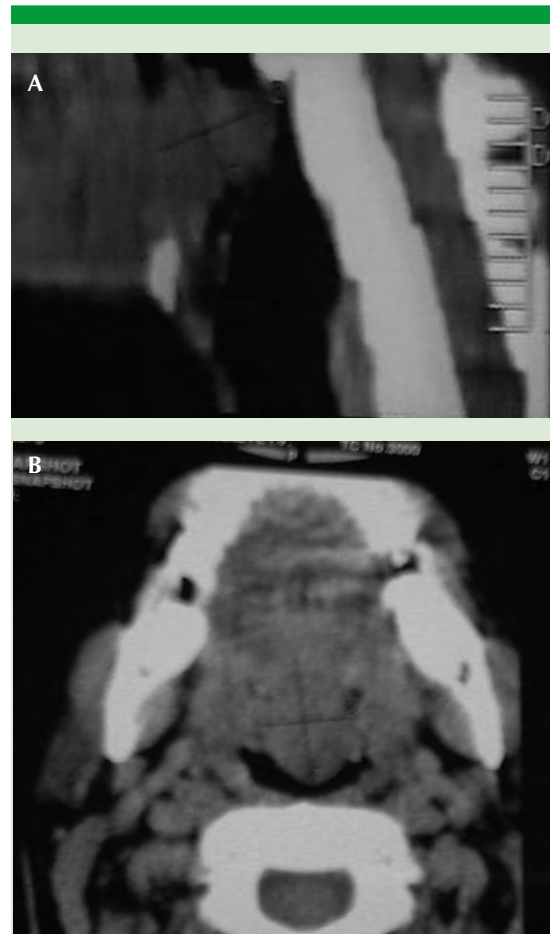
Tomografía en corte sagital (A) y axial (B) que muestra lesión en la región faríngea obstructiva, redondeada.
